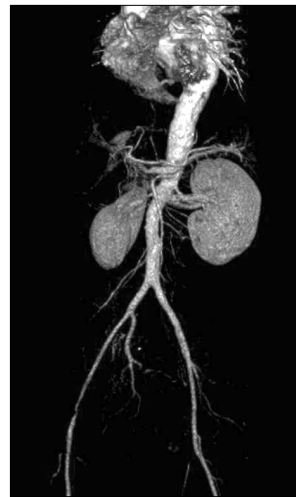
Three dimensional angio lower extremity CT scan showed that moderate stenosis in right common femoral artery.
